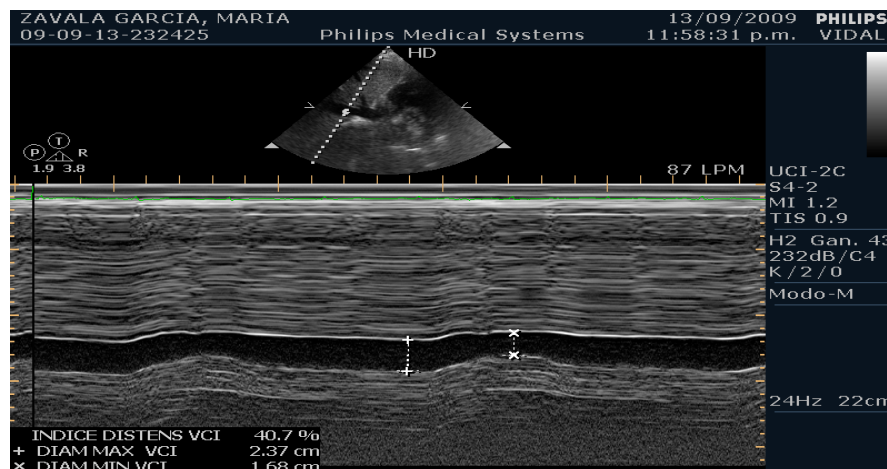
Examen ultrasonográfico de la vena cava inferior
